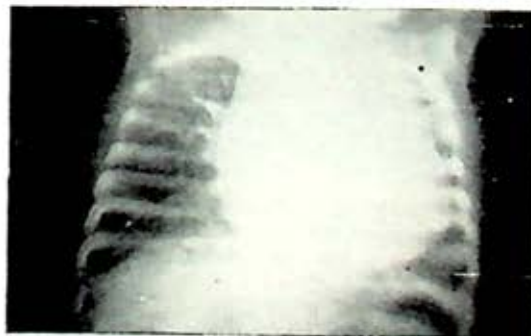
Radiografía de Tórax P.A., con cardiomegalia grado II-III, con hilios de tipo arterial.
